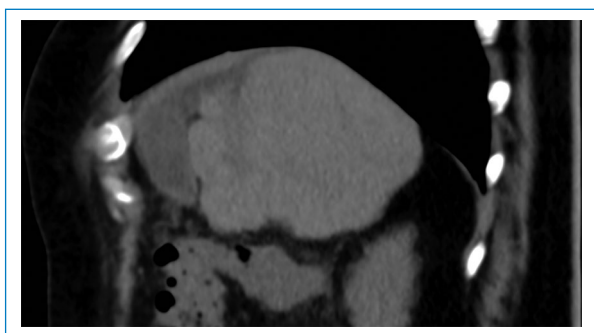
TC de abdomen corte sagital. Se observa la hipoplasia hepática del lóbulo derecho.
